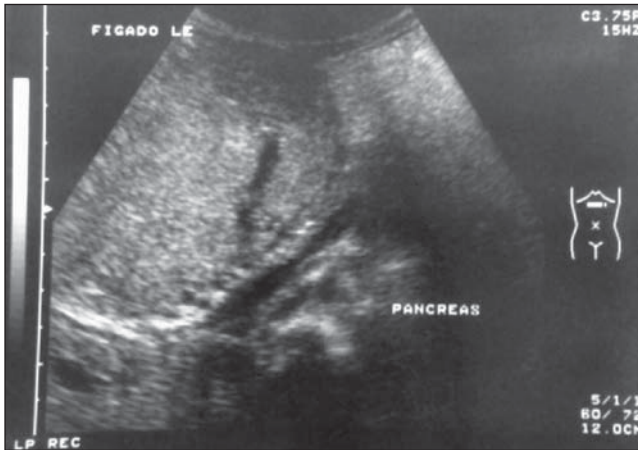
Ultra-sonografia abdominal mostrando fígado aumentado de volume à custa do lobo esquerdo, com imagens nodulares de textura heterogênea e contornos nítidos.
